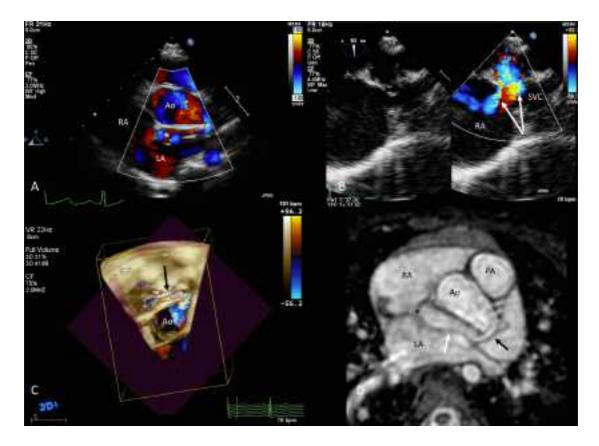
Paciente 4. Fístula coronaria de la arteria coronaria izquierda. A) Ecografía transtorácica mostrando el curso de la fístula coronaria alrededor de la raíz aórtica (*). B) Drenaje de la fístula en la aurícula derecha (nótese la presencia de dos puntos de drenaje, flechas blancas). C) Eco 3D mostrando el curso de la fistula (flecha negra). D) Origen de la fistula (flecha negra), curso (flecha blanca) y drenaje (*) en un corte axial de la secuencia 3D-bSSFP
